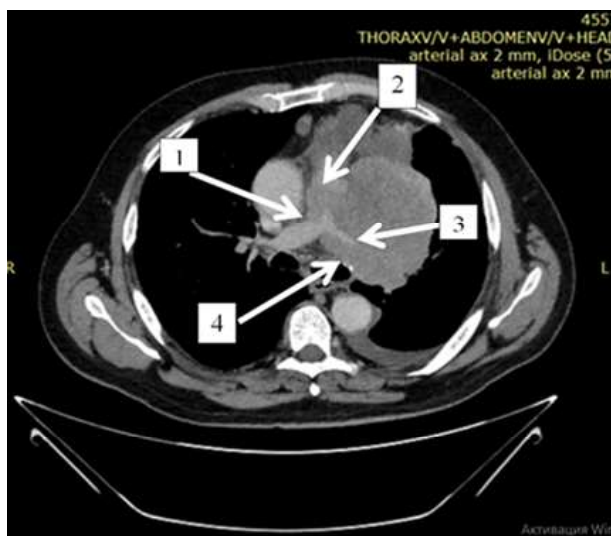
Рентгенологические признаки вовлечения легочной артерии в патологический процесс при выполнении контрастной КТ органов грудной клетки: 1 – изменение контура сосуда в месте контакта с опухолью, 2 – дефект наполнения в просвете сосуда, 3 – сужение и резкий перерыв просвета сосуда, 4 – охват сосуда опухолью на 270-360°
